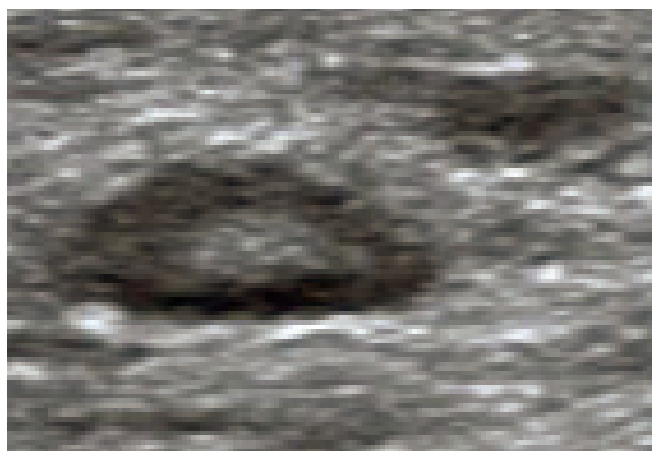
Aspect échographique d'un ganglion inguinal normal.
